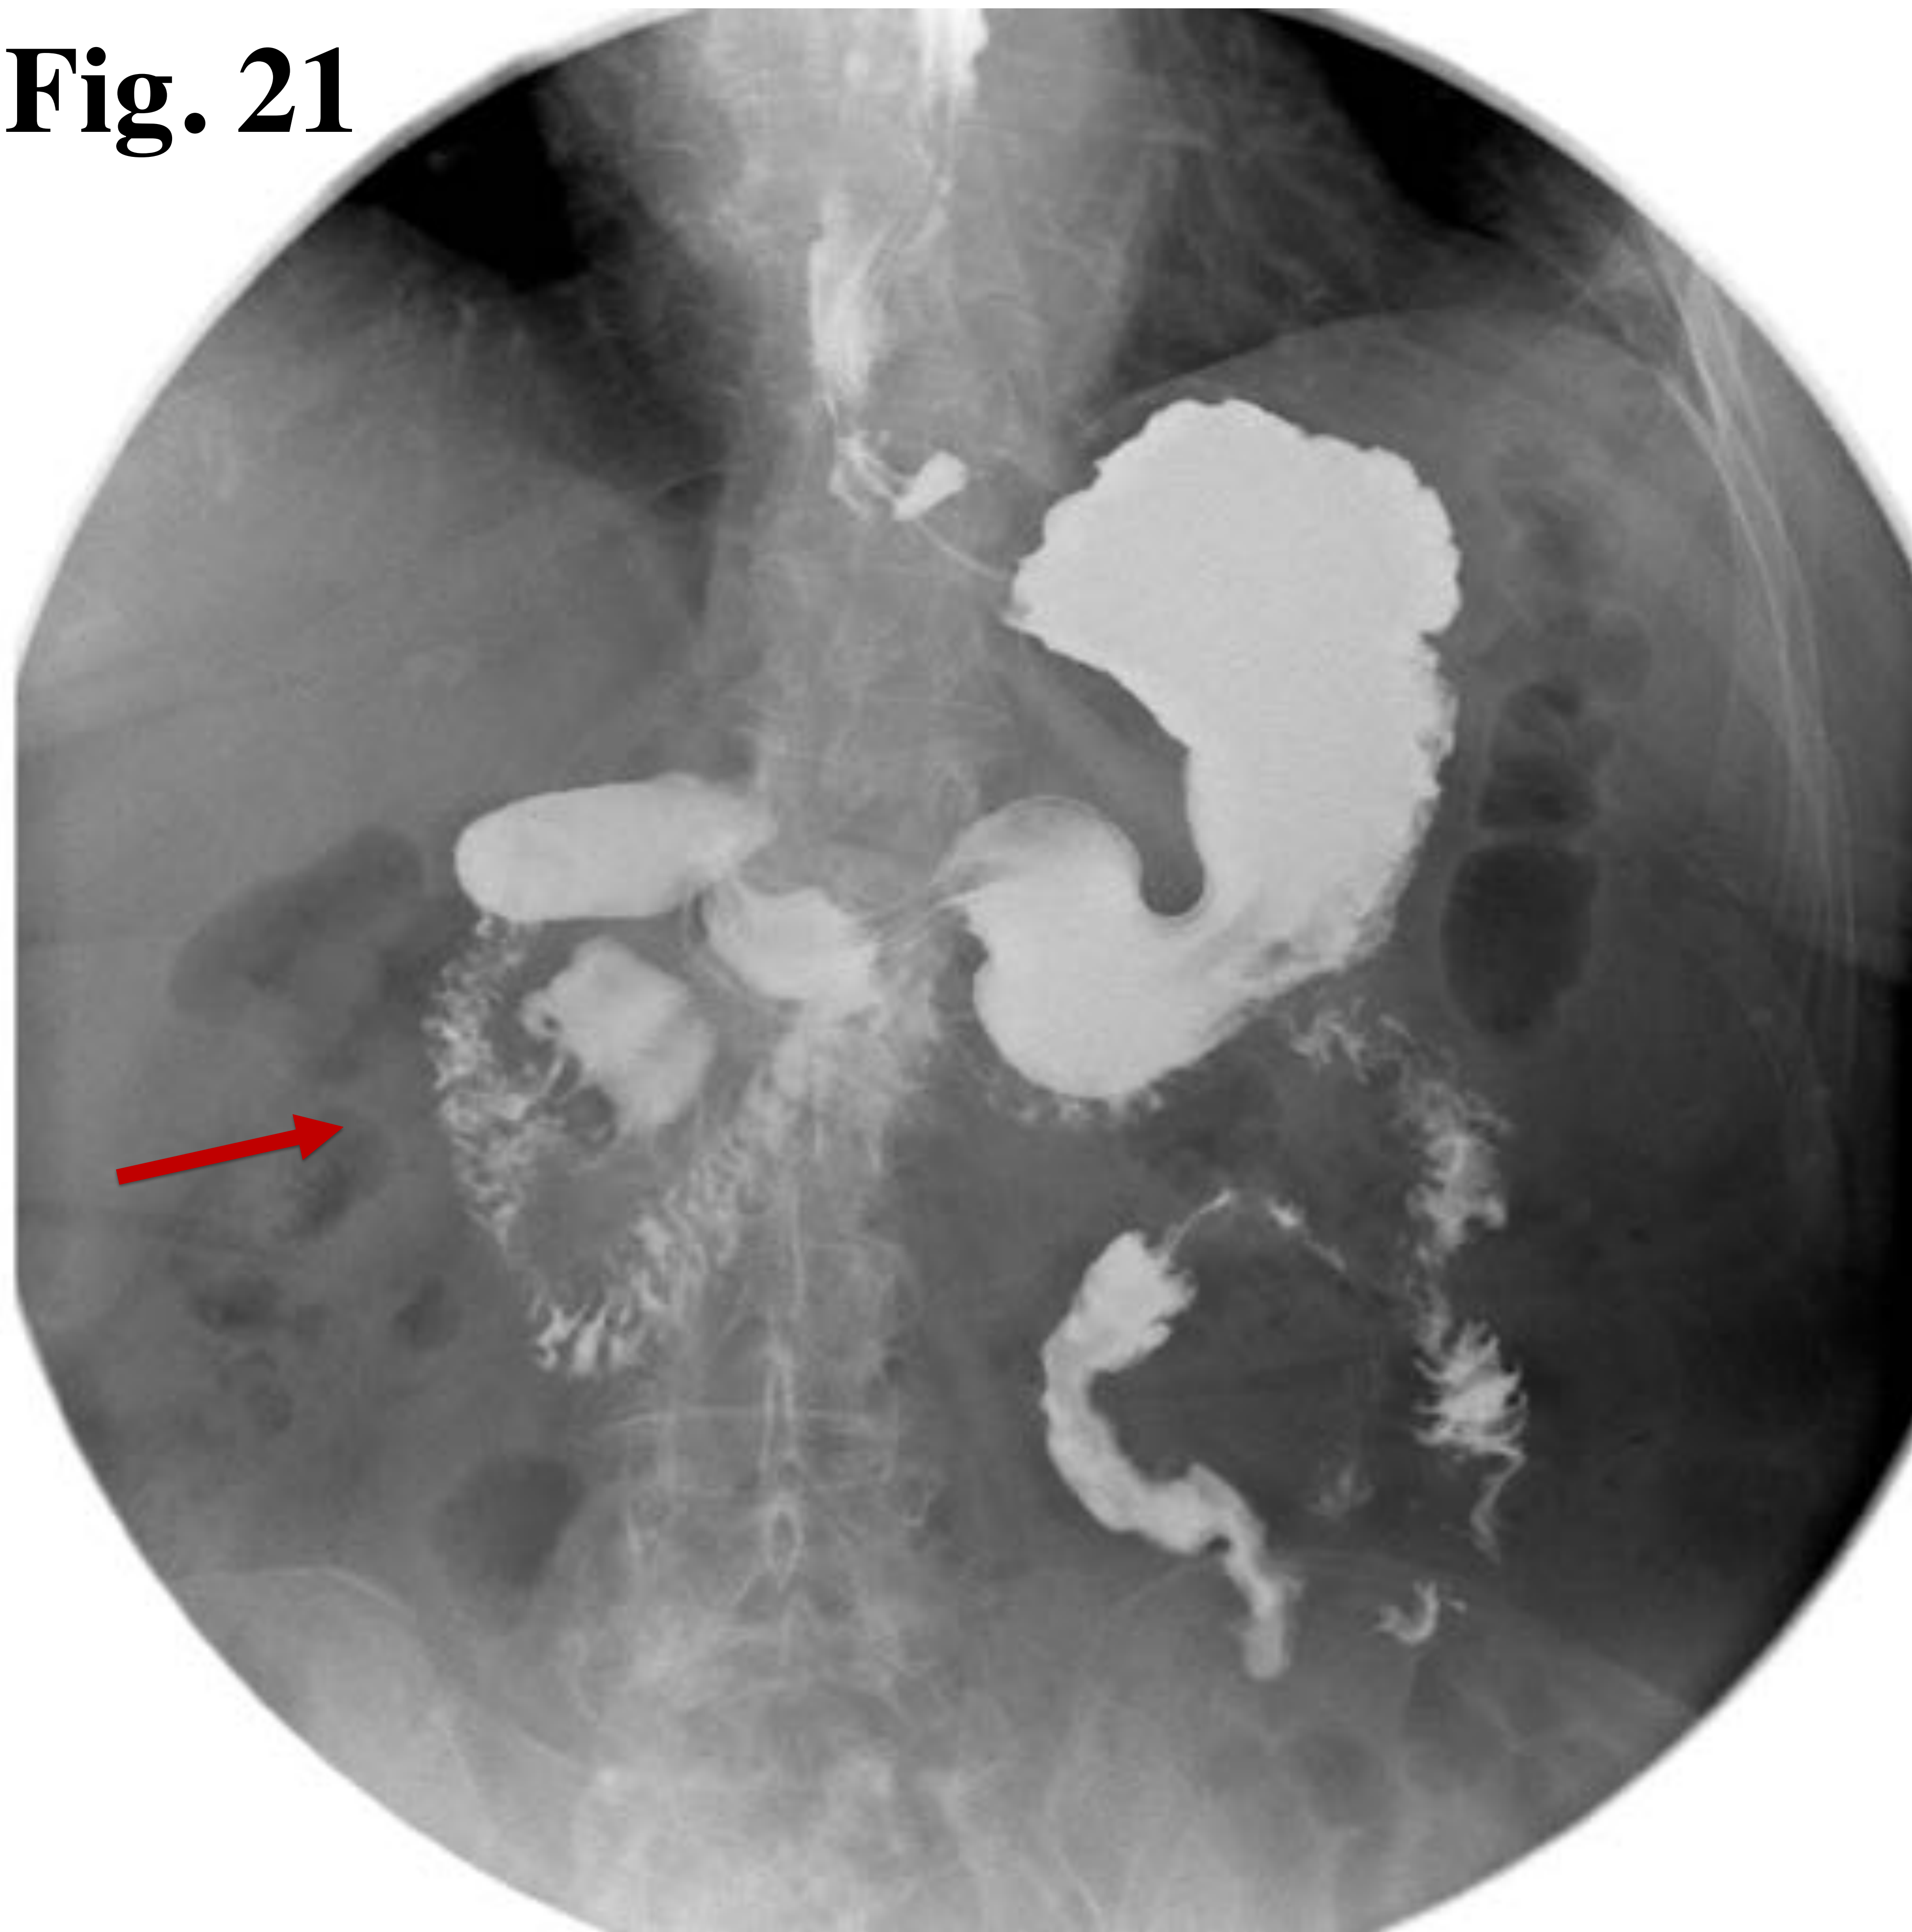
Tránsito intestinal y correlación con estudio de TC abdominal (reconstrucción coronal) en paciente de 87 años con diarrea crónica. Se objetiva un divertículo en la segunda porción del duodeno. En la figura 23 se visualiza el paso del contraste oral al divertículo (flecha roja).
